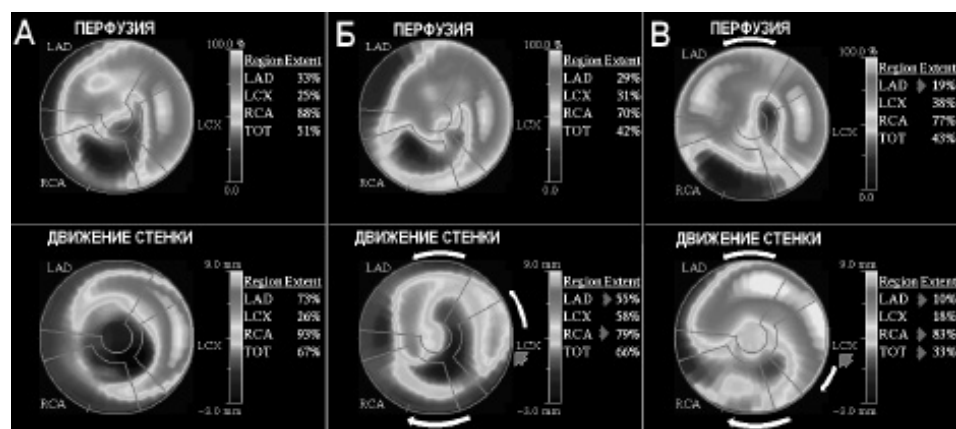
Изображения перфузии (верхний ряд) и движения стенки (нижний ряд). А — до стимуляции, Б — начало стимуляции, В — 6 месяцев стимуляции. Объяснения в тексте.
